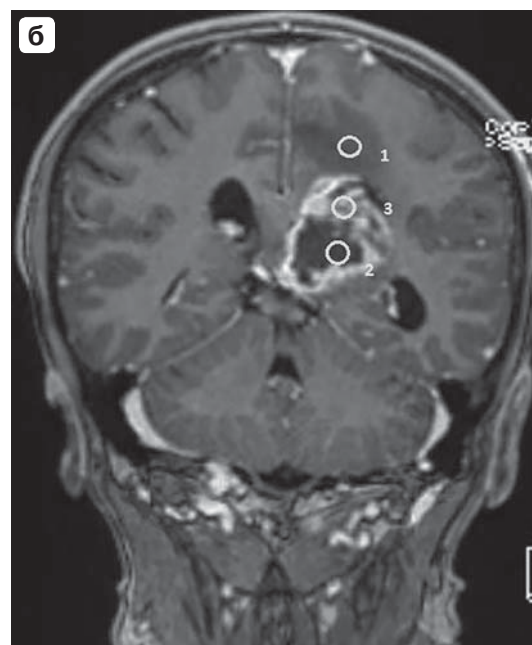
МРТ головного мозга (а – сагиттальная проекция, б – фронтальная проекция), данные которой используются для проведения поэтажной биопсии. На рисунке обозначены области забора патологического материала: 1 – перифокальная зона инфильтрации опухоли, 2 – зона некроза, 3 – зона максимального контрастирования (инфильтративная часть опухоли).
